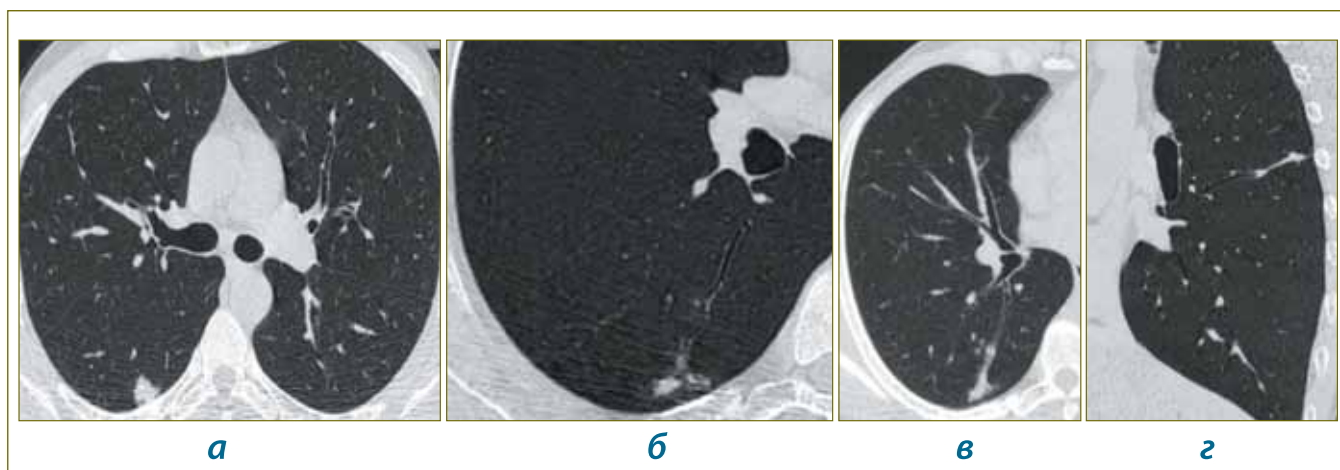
Срезы КТ органов грудной клетки пациента Г., 37 лет: а – аксиальный срез, субплеврально расположенный единственный очаг в легочной ткани размером 12 мм; б, в, г – 3D мультипланарная реконструкция (MPR): имеется связь с бронхом, характерная веретенообразная форма кисты. Диагноз устанавливается при участии врача-рентгенолога
